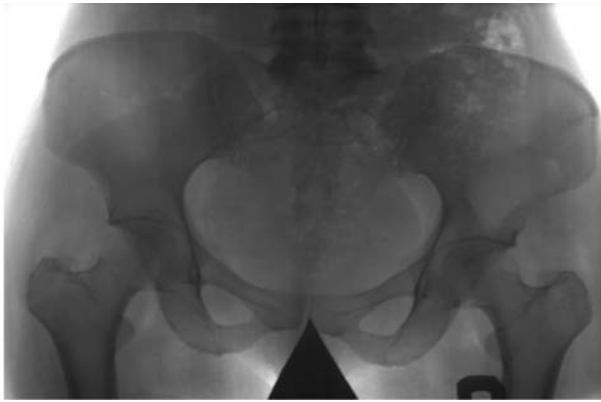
На рентгенограмме таза и тазобедренных суставов в прямой проекции в области крыла правой подвздошной области определяется просветление с нечеткими неровными контурами. Рядом определяются раздутые газом петли кишки
